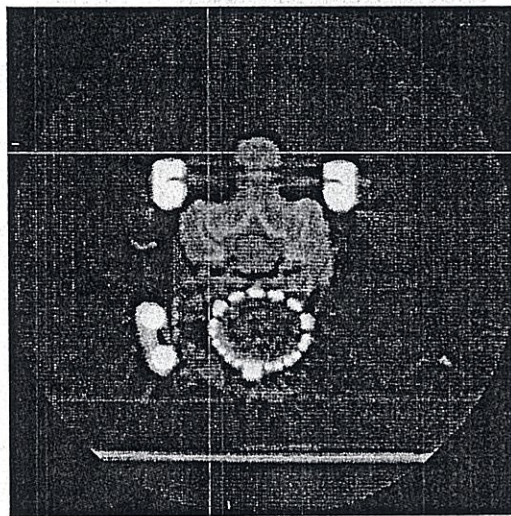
実験モデルの CT スライス画像 2
